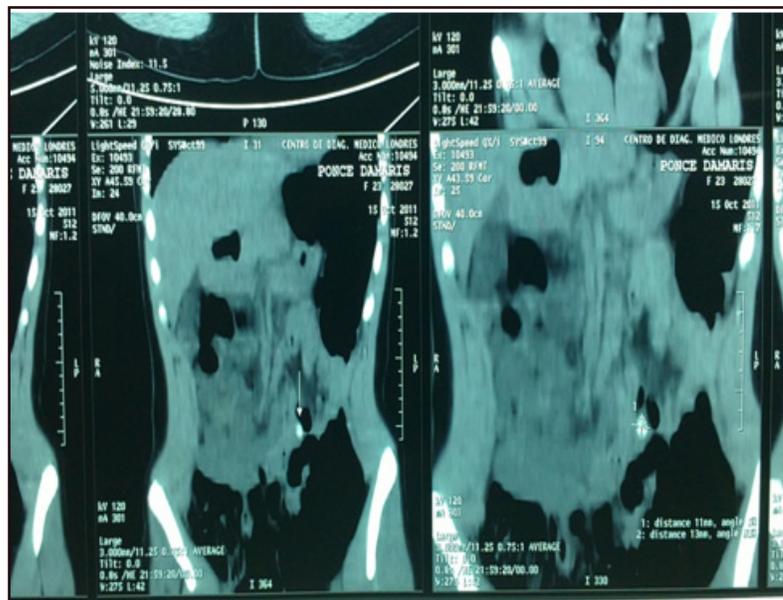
TAC con contraste posterior que revela imagen sugestiva de lito en unión uretero vesical, izquierda
